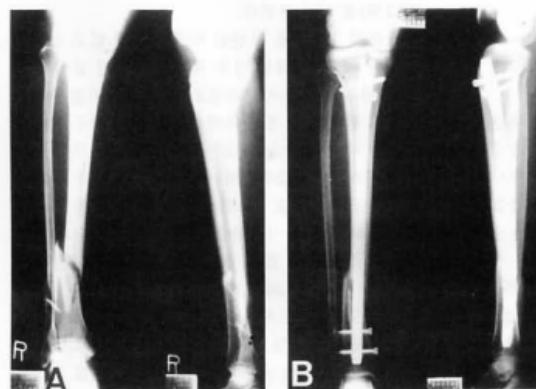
40-year-old female Radiograph showing oblique fracture of the distal tibia (AP and Lateral View) (A). Bone union was obtained in 18 weeks after interlocking IM nail fixation(AP and Lateral View) (B).
